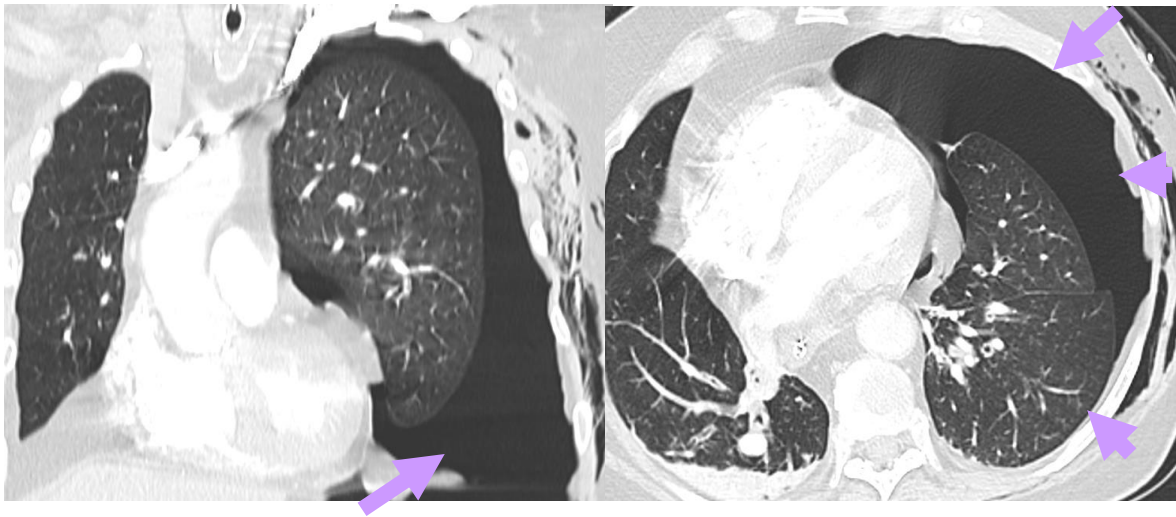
Paciente de 81 años que presenta trauma torácico de alta anergia. En el TC se identifica neumotórax izquierdo con desviación del mediastino.
